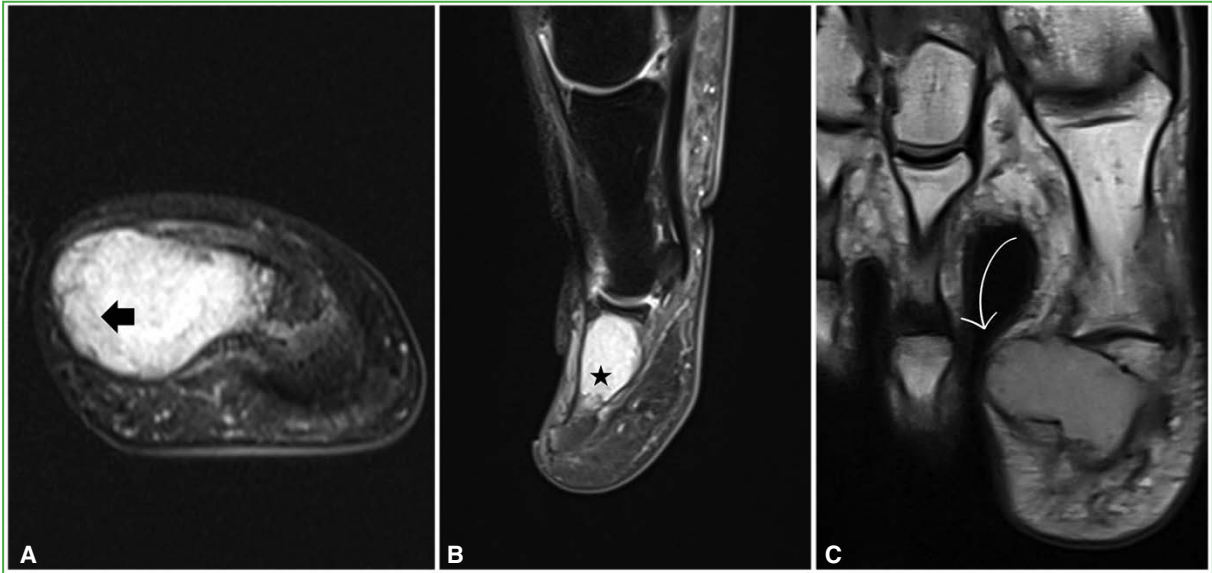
Resonancia magnética de pie derecho, con contraste. A. Corte axial, secuencia T2. Se observa una lesión hiperintensa hacia la cortical lateral de la falange distal del hallux (cabeza de flecha negra). B. Corte sagital, secuencia T2. Nótese la invasión endomedular de la falange distal del hallux (estrella negra). C. Corte coronal, secuencia T1. Destrucción cortical lateral de la falange distal, lesión homogénea no tabicada (flecha curva blanca).
